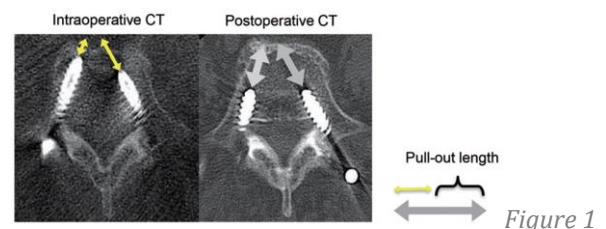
La longitud de extracción se midió en TC axiales tanto inmediatamente después de la inserción del tornillo pedicular como después de la operación.
